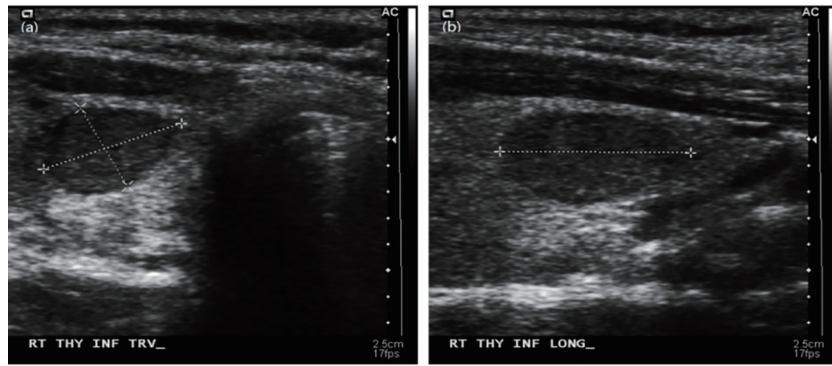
超声图像中甲状腺结节的卡尺标记<sup>[33]</sup>。(a)交叉卡尺横向视图;(b)单卡尺纵向视图
